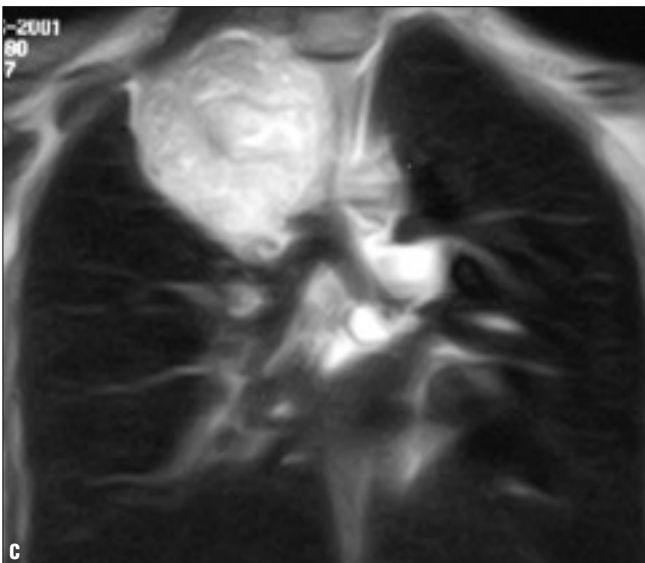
Pulmoner arter leyomyosarkomu (olgu 8). Öksürük ve kilo kaybı yakınması olan 52 yaşındaki erkek hastanın BT incelemesinde (a), sağ pulmoner arter içinde dışarıya doğru taşan kitle görülüyor. Parenkim penceresinde (b) akciğer metastazı izleniyor. Ameliyat sırasında akciğerde ve plevral yüzeyde bir çok metastatik nodül saptandı.
